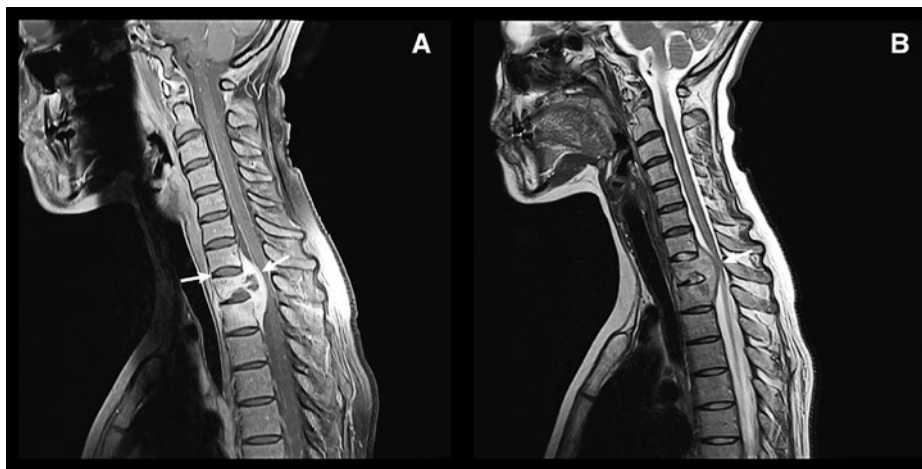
Magnetresonanztomogramm der Hals- und Brustwirbelsäule in T1- (A) und T2-Gewichtung (B), Sagittalschnitte. Destruktion des Brustwirbelkörpers 1 und epiduraler Abszess (Pfeile).
